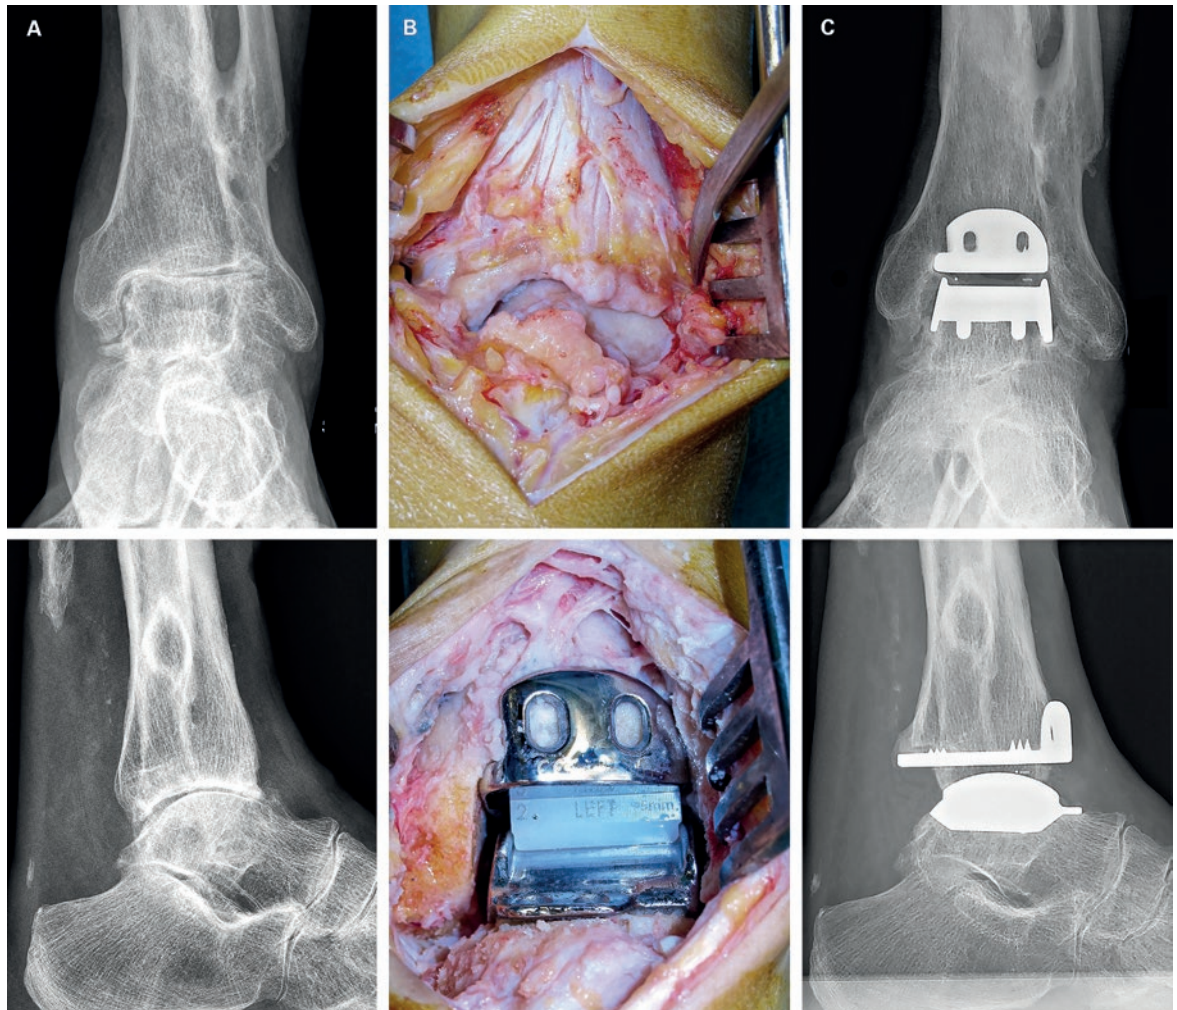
Patiente de 56 ans souffrant d'une arthrose talo-crurale post-traumatique douloureuse 21 ans après traitement conservateur d'une fracture de la cheville. A) Radiographie AP de l'articulation talo-crurale (en haut) et latérale (en bas). La radiographie préopératoire montre une usure complète du cartilage avec incongruité à la suite de la malunion du péroné. B) Sur le plan peropératoire, l'usure du cartilage articulaire est bien visible ainsi que les ostéophytes qui limitent la mobilité de la cheville (image du haut). Après résection des ostéophytes et insertion de la prothèse à trois composants, la cheville est bien équilibrée (image du bas). C) Radiographie AP de l'articulation talo-crurale (en haut) et latérale (en bas). Après 12 ans, la patiente continue d'être complètement sans douleur et très satisfaite du résultat. Radiologiquement, les composants de la prothèse sont stables, sans formation de kystes ni signes d'usure du noyau de glissement en polyéthylène.
